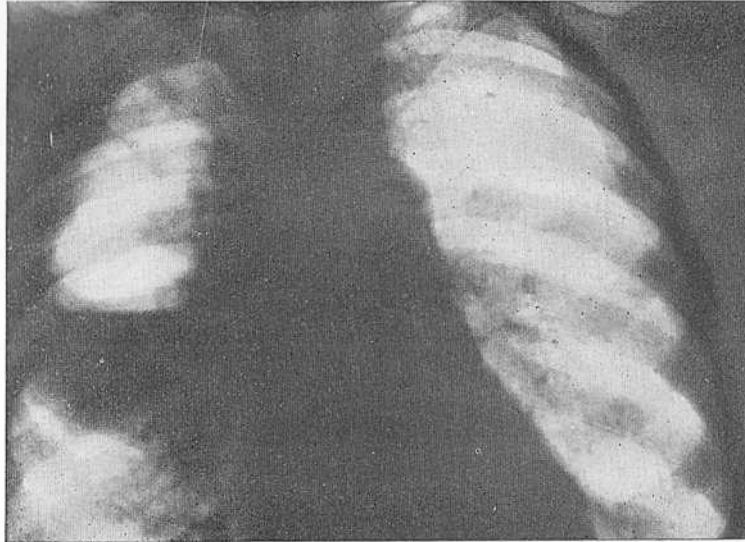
Рентгенограмма больного Л. Острый абсцесс верхней доли правого легкого на фоне эмфиземы и пневмосклероза.
